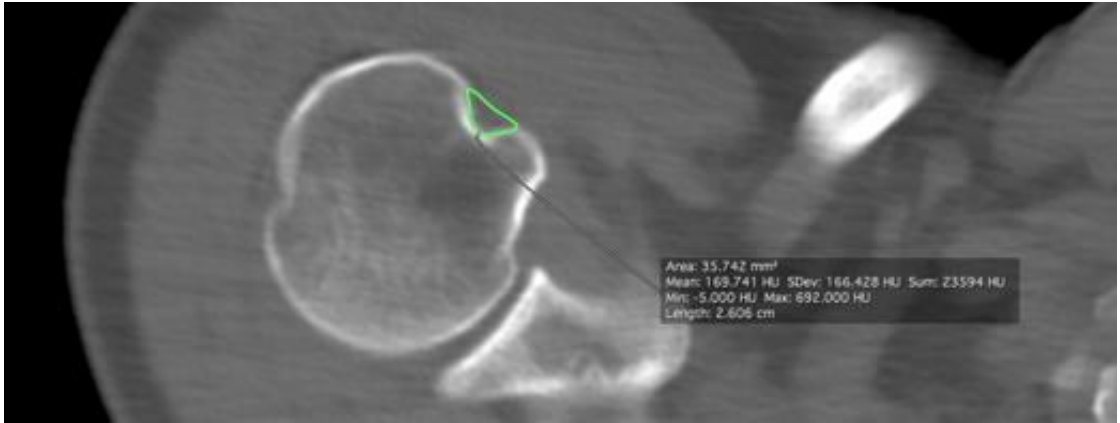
Çalışma grubundan 54 yaş K hastaya ait bisipital oluk derinlik, genişlik, TAA ve MDA'ın aksiyel BT'de ölçüm örneği
